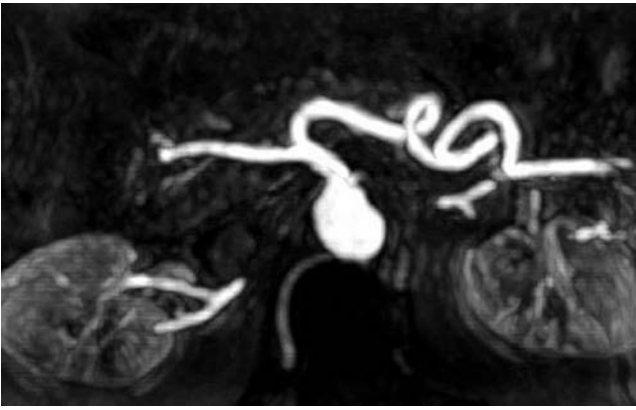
Proyección transversal de una angiografía por resonancia magnética que proporciona una imagen clara de la permeabilidad abdominal de la arteria mesentérica superior.
